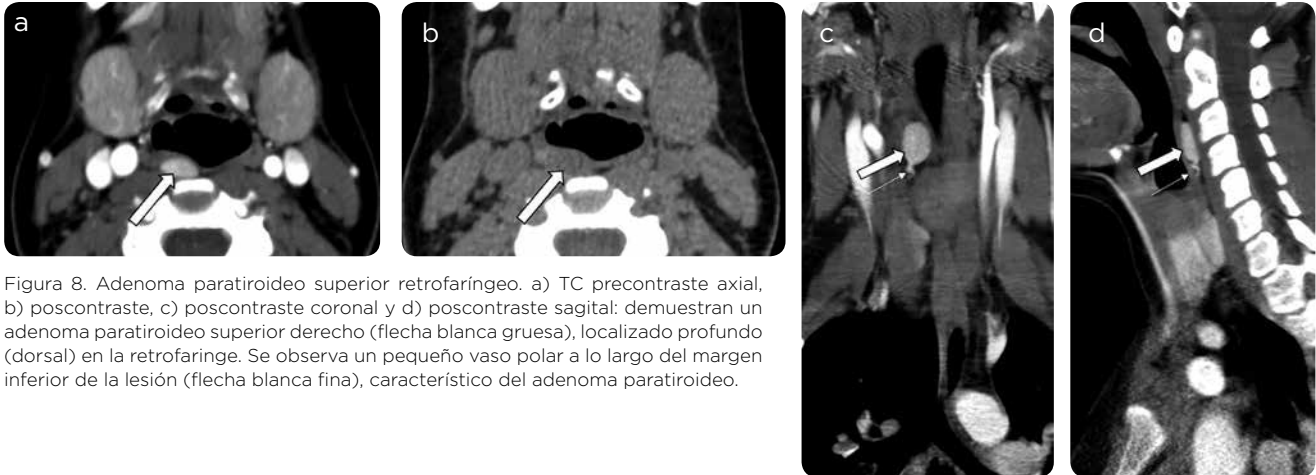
Adenoma paratiroideo superior retrofaríngeo. a) TC precontraste axial, b) poscontraste, c) poscontraste coronal y d) poscontraste sagital: demuestran un adenoma paratiroideo superior derecho (flecha blanca gruesa), localizado profundo (dorsal) en la retrofaríngeo. Se observa un pequeño vaso polar a lo largo del margen inferior de la lesión (flecha blanca fina), característico del adenoma paratiroideo.
